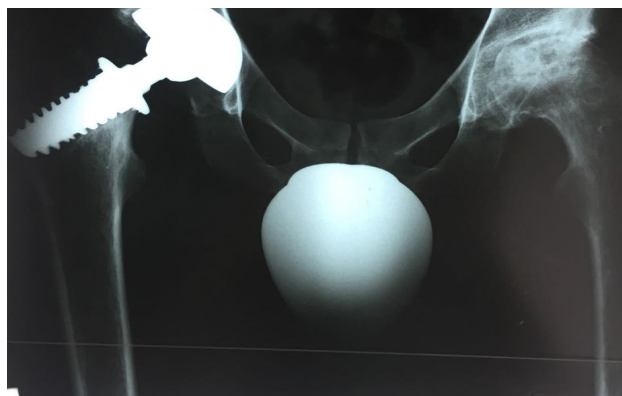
Рентгенограмма больного Ш., 42 года, после операции
